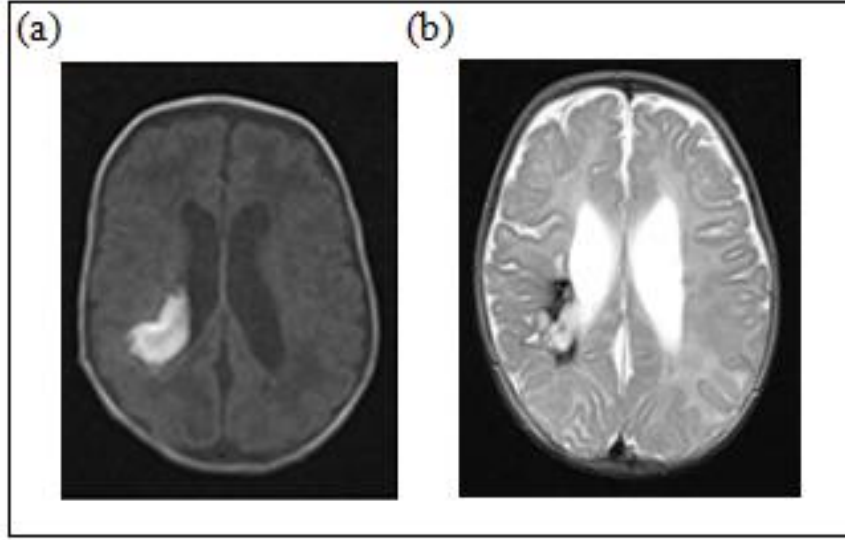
Grup 2'deki 15 nolu vakanın MRG incelemesi. (a) 7 günlükken çekilen aksiyal T1 ağırlıklı kranial MRG'de sol serebral hemisferde pariyetal bölgede yaygın intraparenkimal, ventrikül içerisinde kanamave sol pariyetal bölgedeki intraparenkimal hematoma çevresinde yaygın ödem izlenmektedir. (b) 18 aylık kontrol aksiyal T1 ağırlıklı kranial MRG'de solda lateral ventrikülde beyaz madde içinde porenselalik genişleme görülmektedir.
